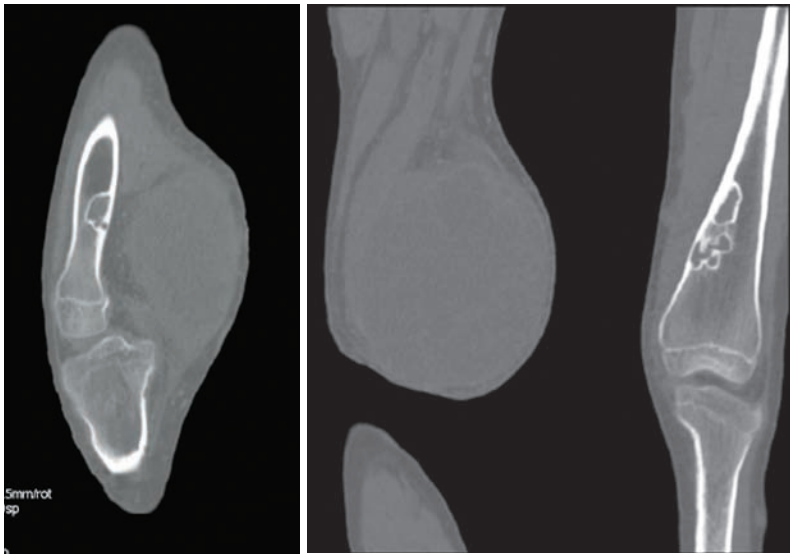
TC en ventana ósea. Se observa lesiones óseas escleróticas subcorticales en ambos femures correspondiendo a fibroma no osificante
